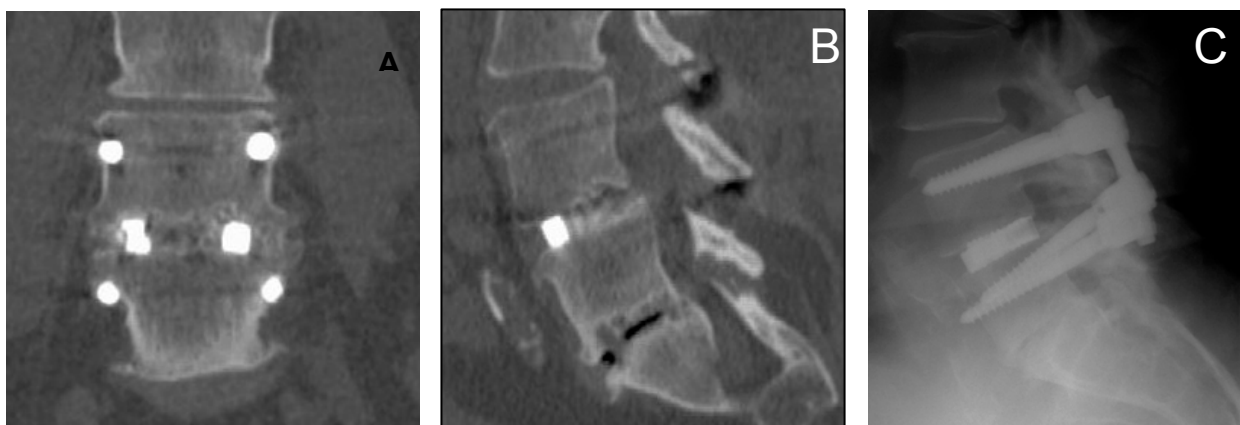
A-C. Beispiele für eine Fusion auf der Höhe LWK4/ LWK5 mit Knochenbalken innerhalb und außerhalb eines „O.I.C“-Cages von Stryker bei einem der untersuchten Patienten zwei Jahre nach der Operation. A computertomographische Cage-Darstellung in sagittaler Ansicht und B in coronarer Ansicht. C Cage in einer konventionellen seitlichen Röntgenaufnahme.
